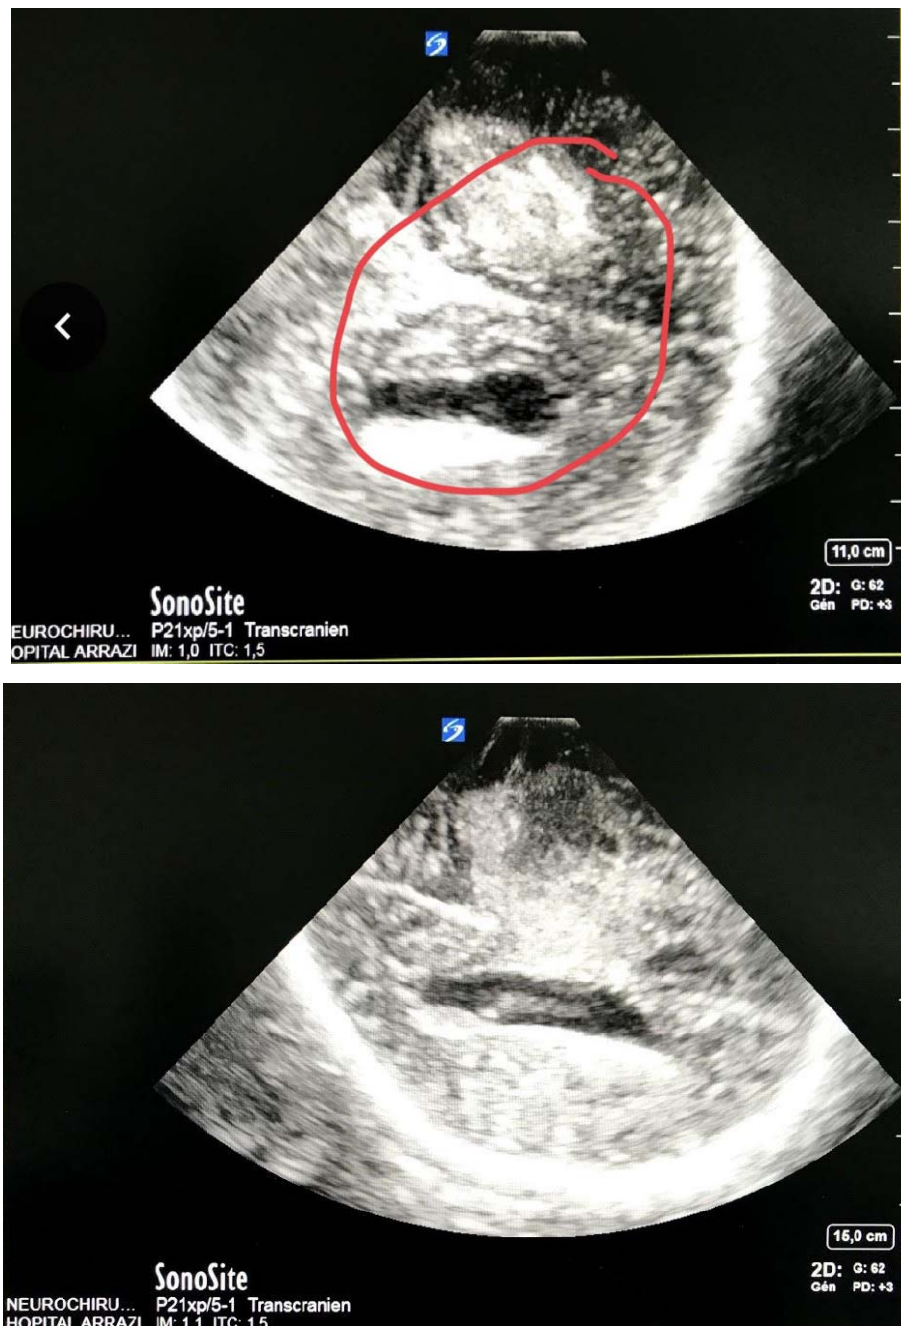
Échographie per opération coupe coronale après ouverture de la dure mère montrant un gliome de haut grade (masse tumorale entourée en rouge) une lésion hyperéchogène avec une région hypoéchogène au centre qui traduit une nécrose centrale .
